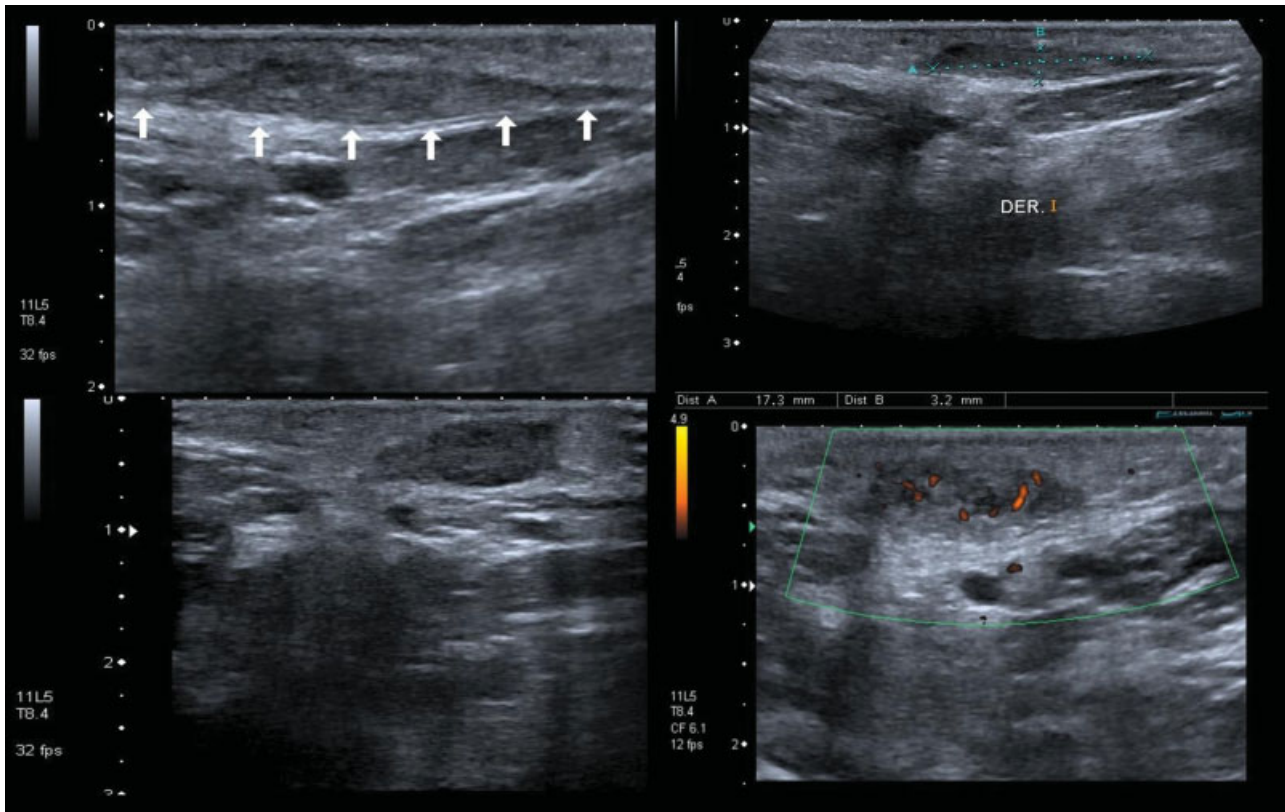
Ecografía de región plantar del pie. A nivel de la zona dolorosa en el arco interno plantar, se observa una formación sólida, hipocogénica, de morfología fusiforme, que mide 17 mm de extensión y 3mm de espesor, ubicada en la profundidad del tejido celular subcutáneo en íntima relación a la fascia plantar (flechas blancas). La misma muestra señal al Doppler color en su interior.
